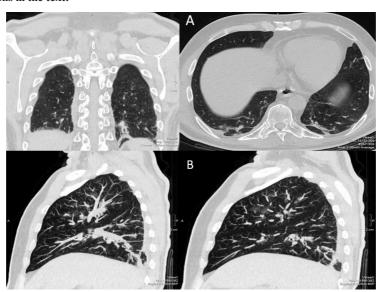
Компьютерная томограмма легких.
